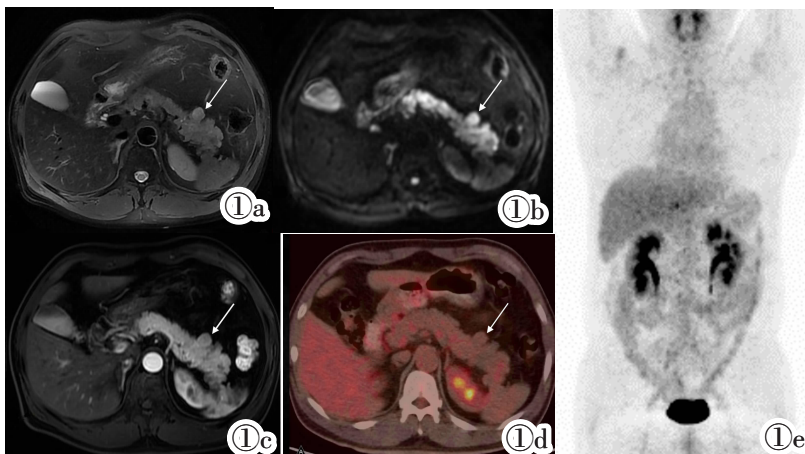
~1c MRI 平扫及增强图像。胰腺形态饱满、局部结节样突出(箭头), T₂WI 呈稍高信号(图 1a), DWI 见胰腺弥漫性弥散受限(图 1b), MRI 增强扫描示胰腺弥漫性均匀强化(图 1c)。图 1d, 1e ¹⁸F-FDG PET/CT 图像。横断位图像(图 1d)和最大密度投影图(MIP; 图 1e)示胰腺形态饱满, 局部结节样向外突出(箭头), 无 FDG 代谢相对增高区。
